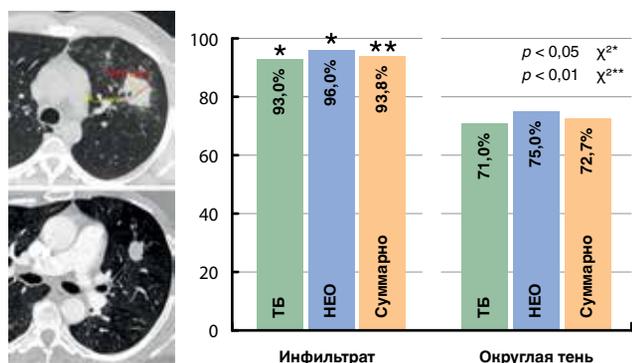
Диагностическая эффективность бронхобиопсий с рЭБУС при разных рентген-синдромах
